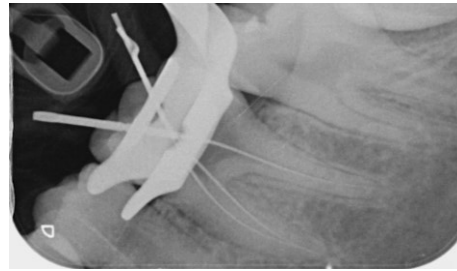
Radiografia confirmação ODMt
